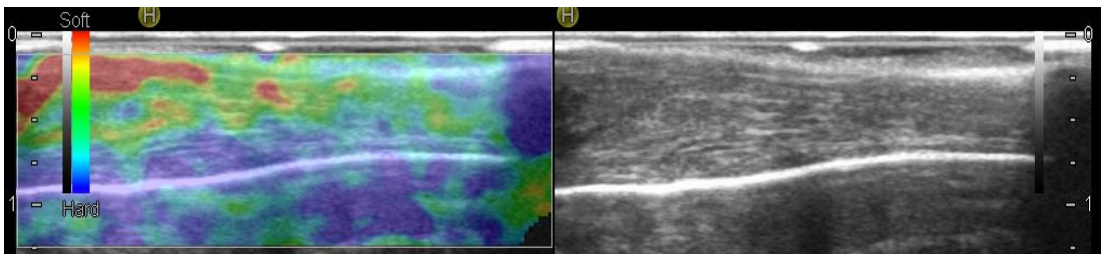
%100 Kemik iliği konsantresi uygulanmış aşil tendonu a) 1.Ay ve b) 2.Ay elastosonografik görüntüsü.
